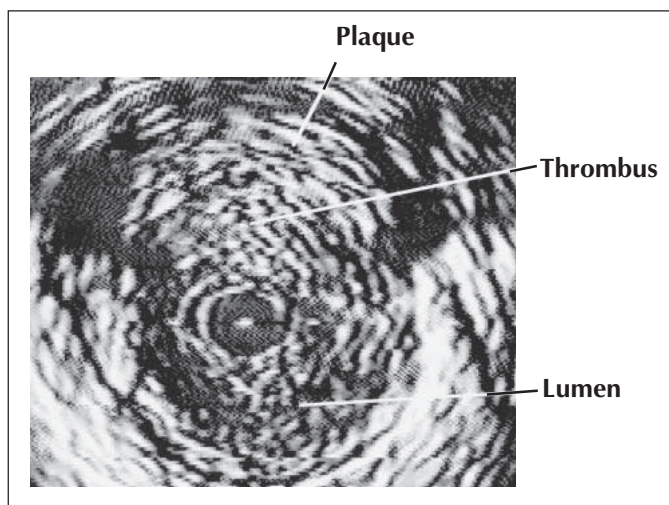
Zwischen 9 und 2 Uhr kommt ein Thrombus zur Darstellung, der sich durch seine Zusammensetzung vom Rest des Gewebes unterscheiden läßt. Auch das Lumen ist trotz sonographischer Darstellung vom Thrombus abgrenzbar.
